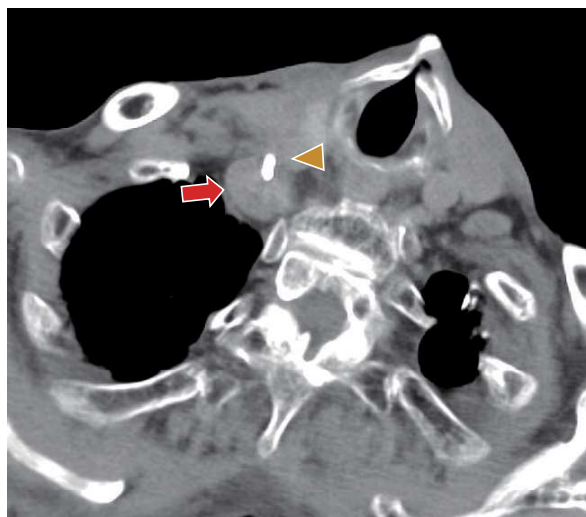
Plain Computed Tomography (CT) image after Thoracic Endovascular Aortic Repair (TEVAR) procedure. The triangular mark indicates the central venous catheter, and the arrow indicates the right subclavian artery.
